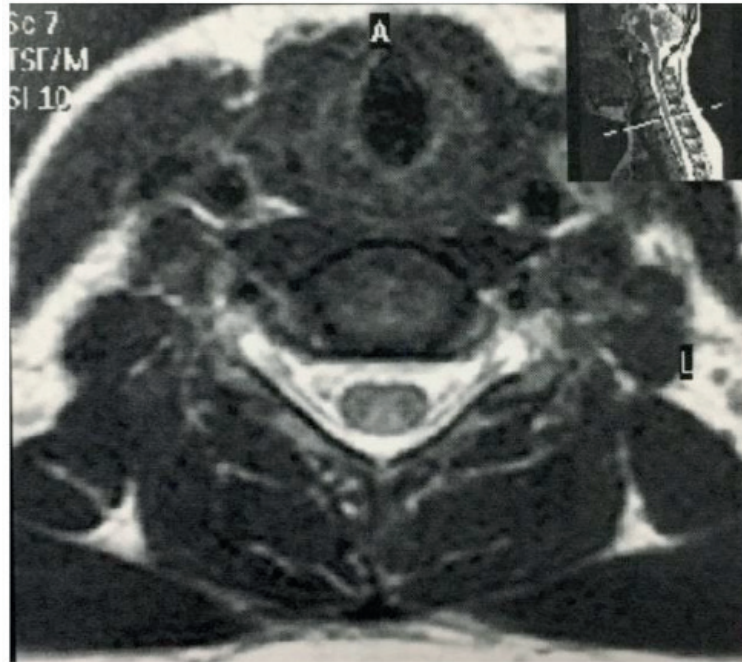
Magnetic resonance image of the patient cervical spine showing hypersignal in the spinal cord dorsal spin.
